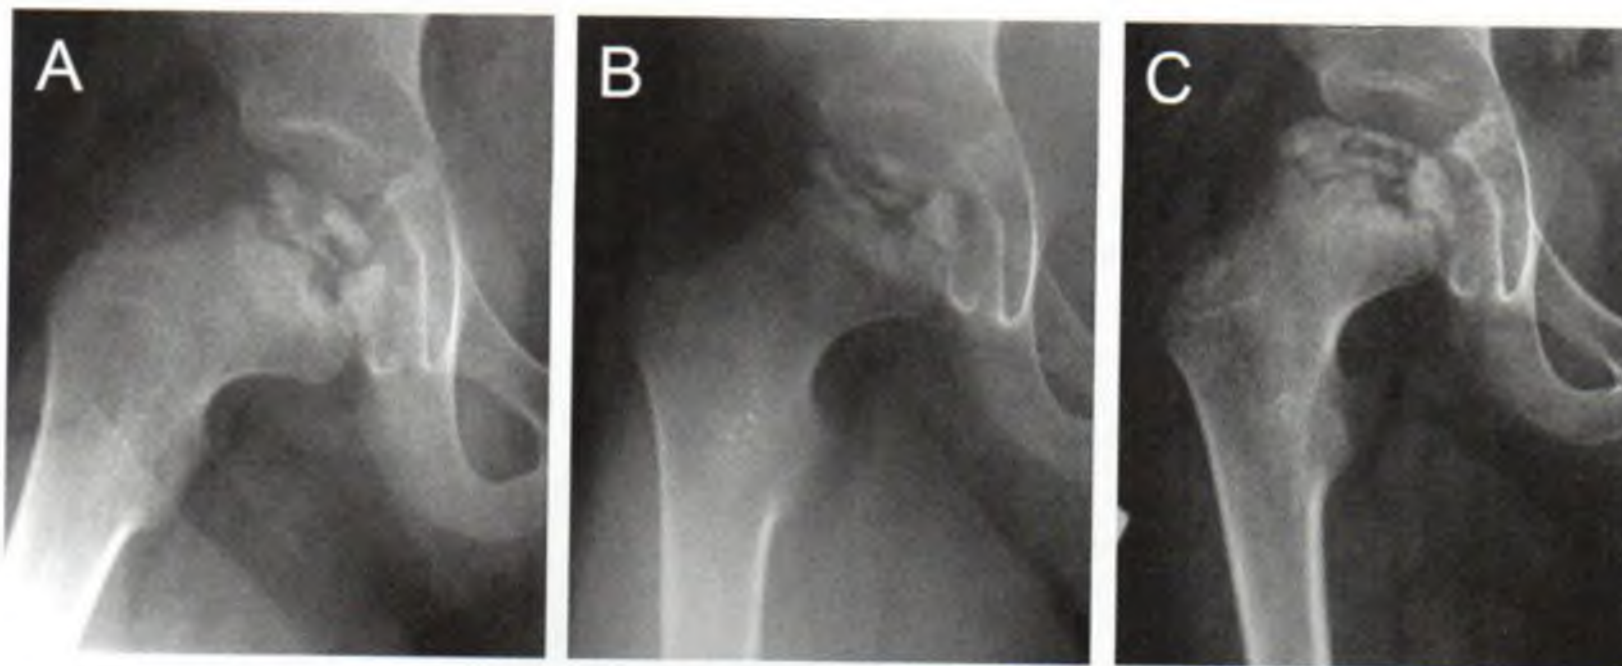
Radiographie de face d'une ostéochondrite au stade de condensation (stade 2) (A), de fragmentation après 6 mois (B), de reconstruction (stade 3) après 18 mois (C). Noter la déformation débutante en coxa magna (augmentation de volume de la tête) et coxa plana (perte de sphéricité de la tête par aplatissement) sur le cliché (C)
